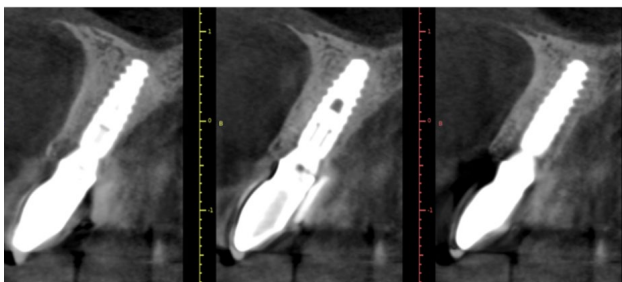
CBCT postoperatorio a los 4 años de seguimiento.
